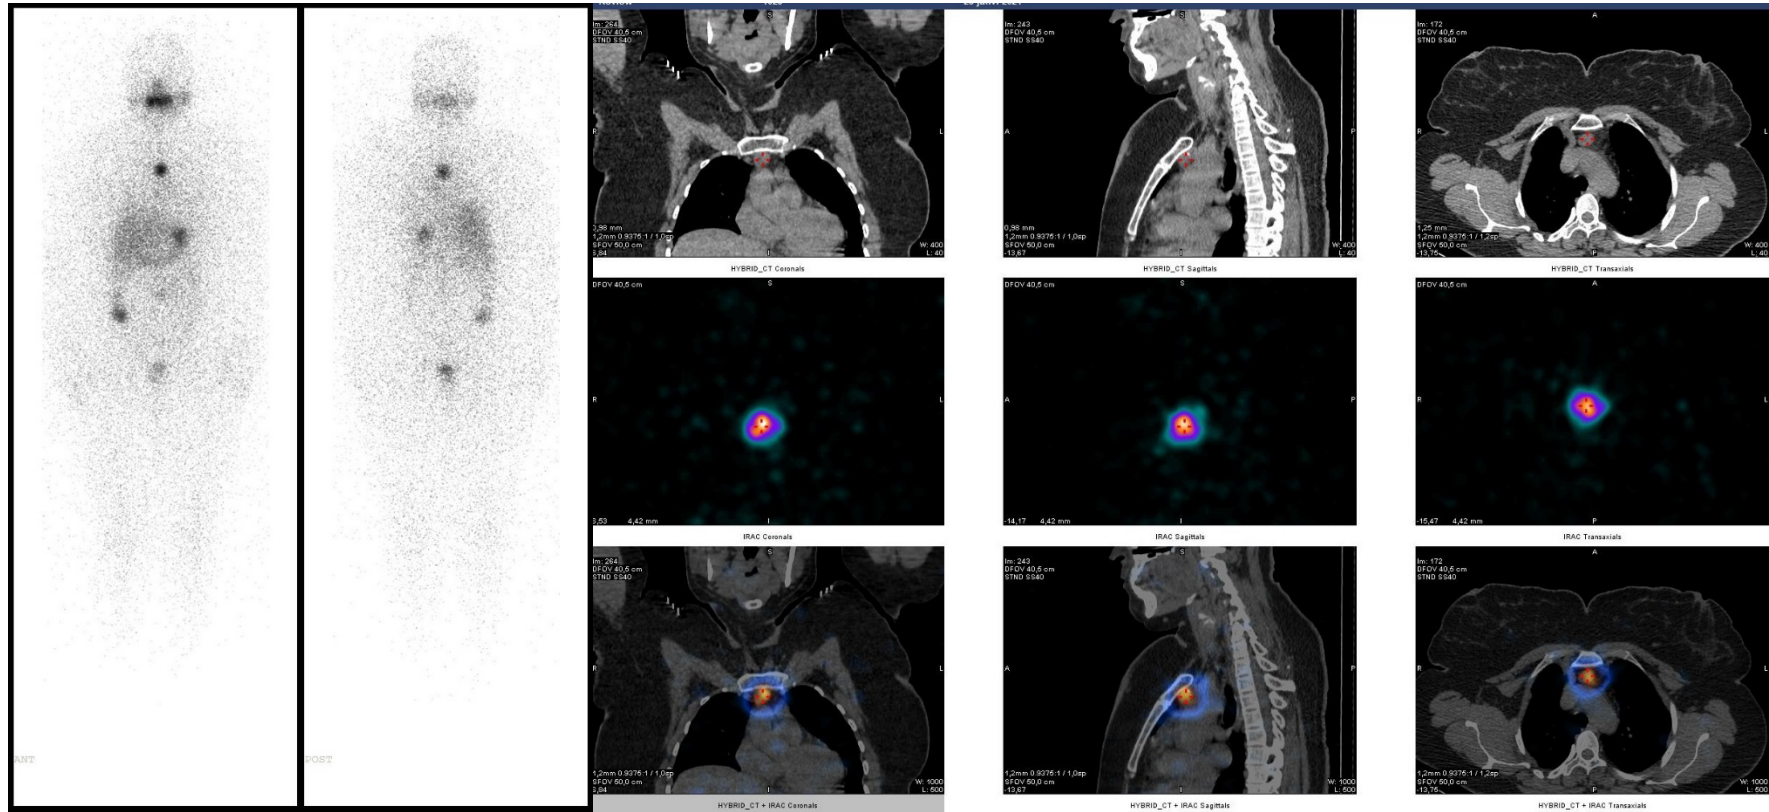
Balayage post thérapeutique (à gauche) et une acquisition SPECT/CT centrée sur la région cervicale en coupe coronale, sagittale (à droite) et transverse montrant une adénopathie métastatique médiastinale haute (groupe ganglionnaire VII) fixant l'iode 131 chez une patiente âgée de 53 ans, opérée pour un carcinome papillaire de sous type vésiculaire (Source service de médecine nucléaire de l'HMRUC).
